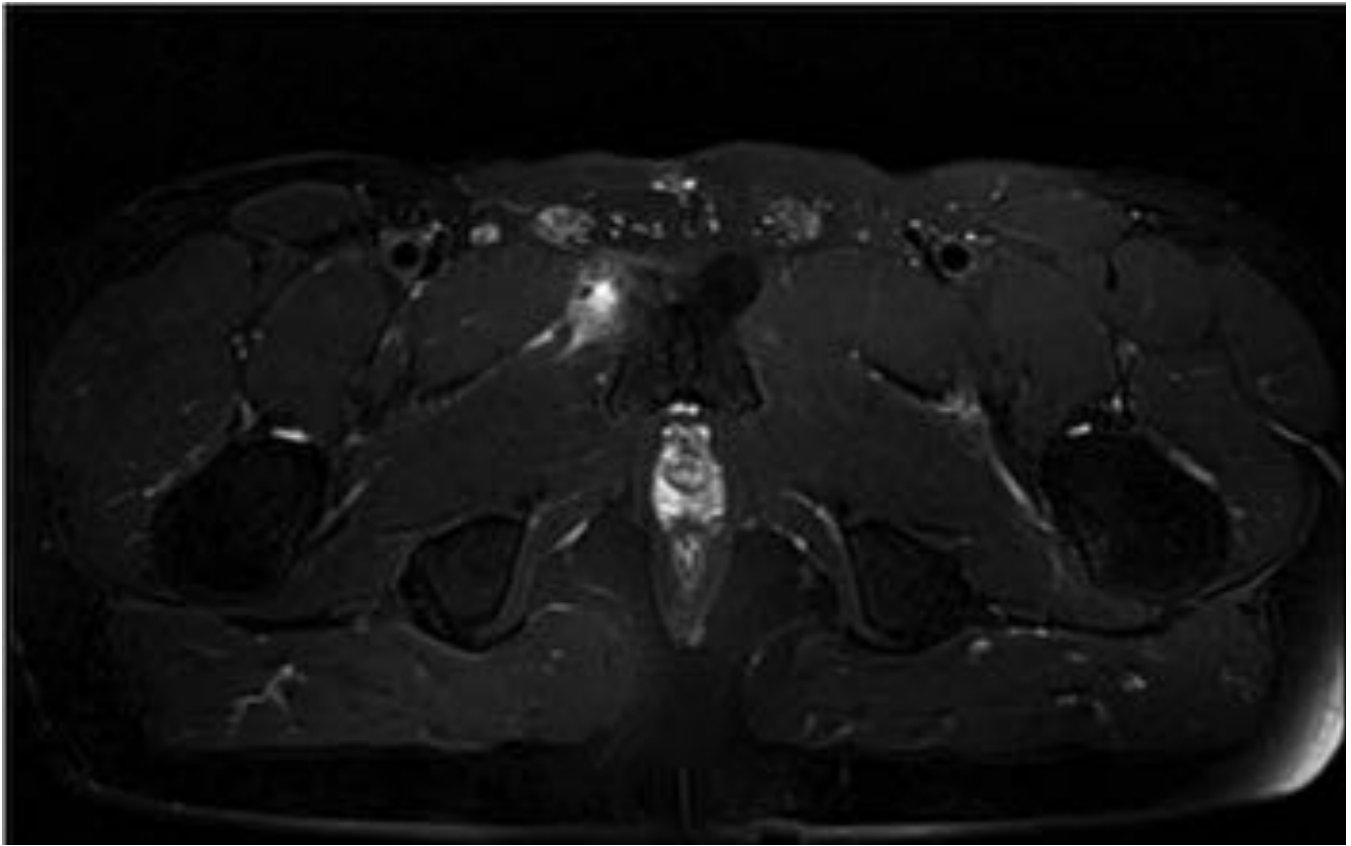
Hombre de 43 años con dolor inguinal derecho desde hace 2 meses a raíz de lesión durante práctica deportiva, con mala respuesta a tratamiento antiinflamatorio e incapacidad para realizar deporte. RM en corte axial T2 IR que muestra avulsión de la inserción del tendón abductor largo derecho y edema de partes blandas adyacentes.
